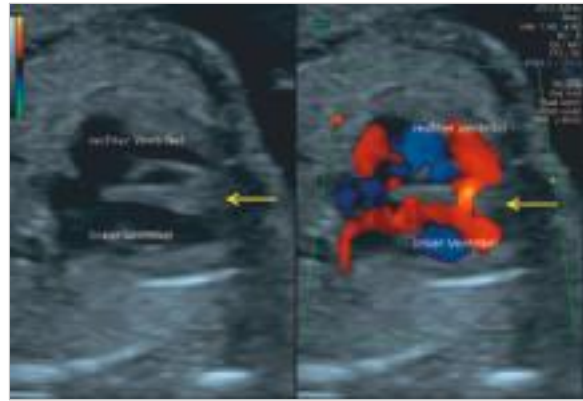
Muskulärer Ventrikelseptumdefekt. Im B-Bild (links) und in der Farbdopplerdarstellung (rechts). Während im B-Bild keine Konturunterbrechung des Septums (Pfeil) zu sehen ist, fällt mittels Dopplersonografie die Perfusion über den Ventrikelseptumdefekt auf (Pfeil).
